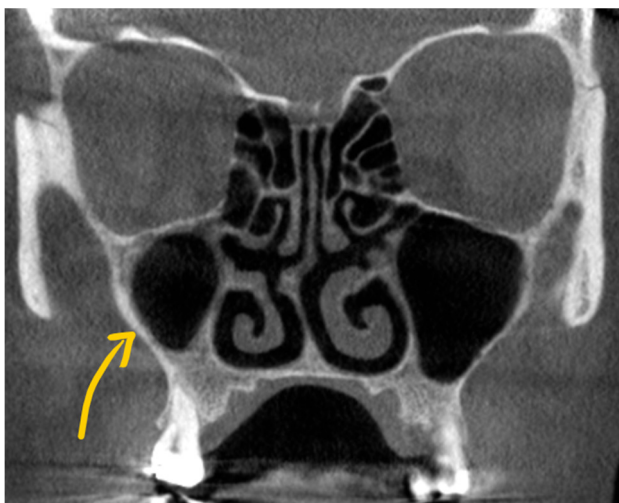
Secțiune CBCT coronală. Hipoplazie sinusală maxilară (săgeata) unilaterală.
